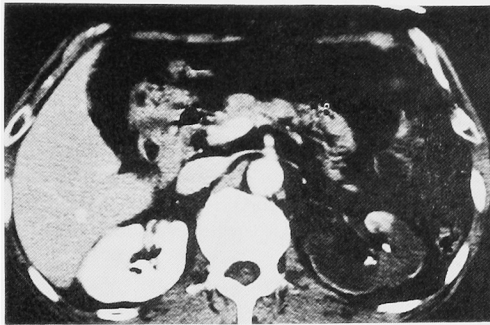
CT scan revealed low density area in the left kidney upper pole.
